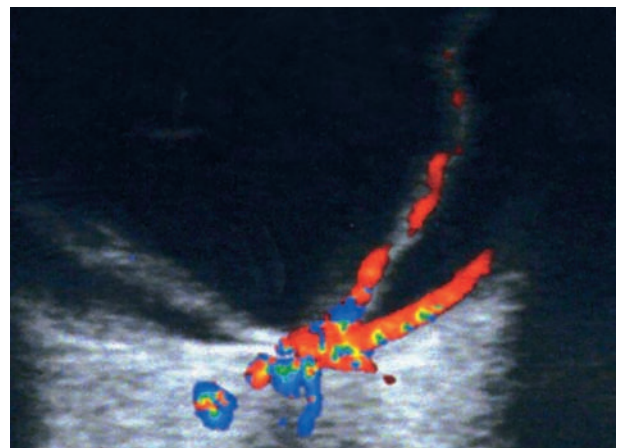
Décollement de rétine récent en « V », largement ouvert. Échographie-Doppler en mode « couleur », coupe para-axiale.
